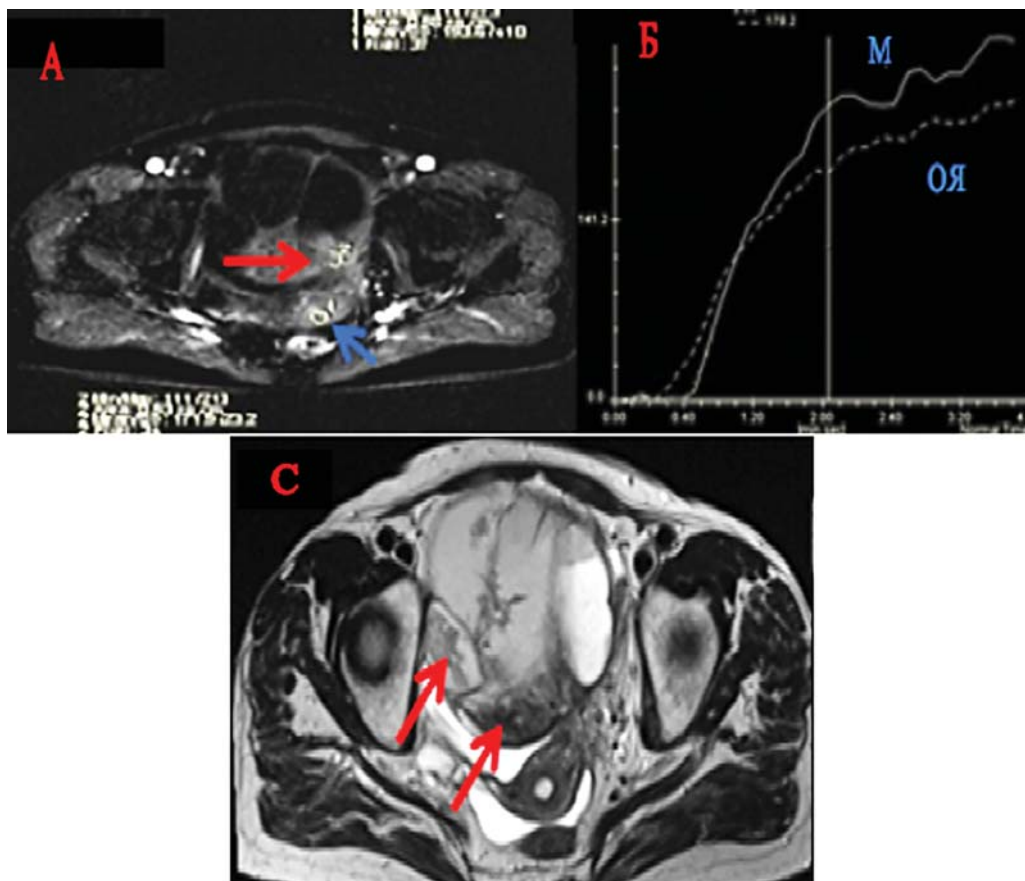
Женщина 56 лет, муцинозная аденокарцинома яичников. На T2-ВИ отмечается объемное образование кистозно-солидной структуры (С — красная стрелка). После введения МРКС на T1-ВИ (А, Б) образование показало постепенное более быстрое активное изменение сигнала МРТ солидного компонента образования по сравнению с неизменной тканью миометрия — III тип динамической кривой (Б — ОЯ, М)
